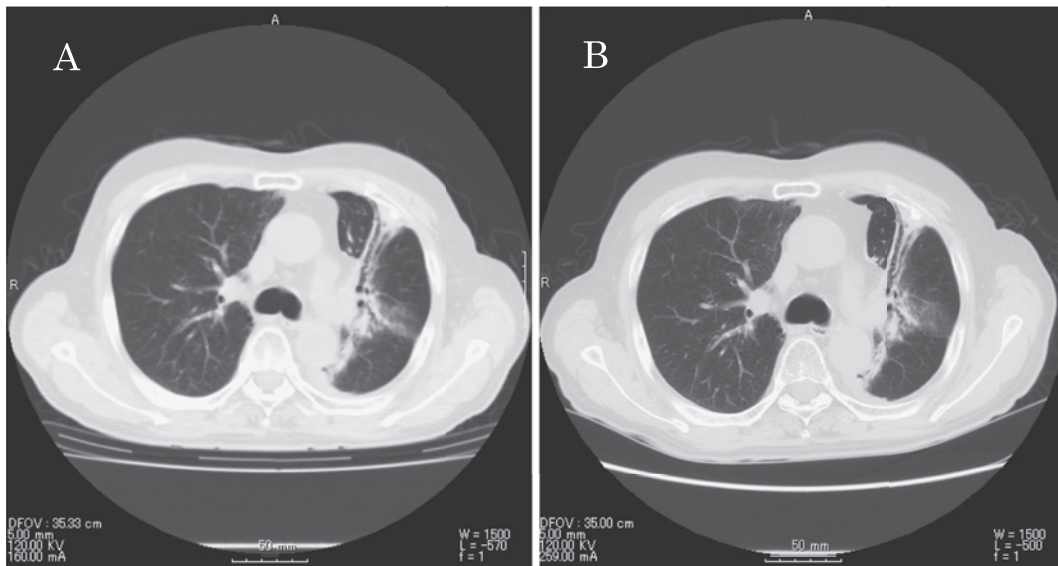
(A) Chest X-ray film after 5 years. (B) Chest X-ray film after 3 years. No recurrence was observed in the left hilum.
